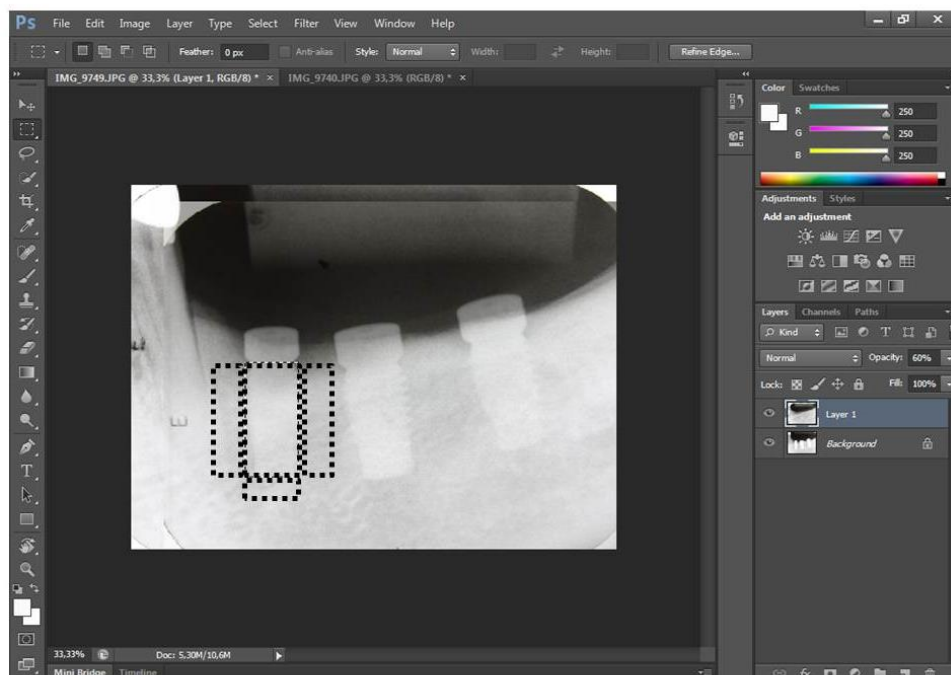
Imagem da tela do software Adobe Photoshop CS6 com a sobreposição das radiografias periapicais pré e pós-implante.
